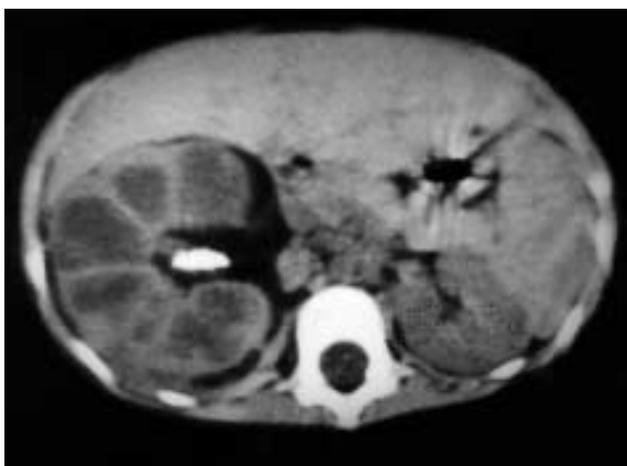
Tomografía axial computerizada (TAC) de ambos riñones.
